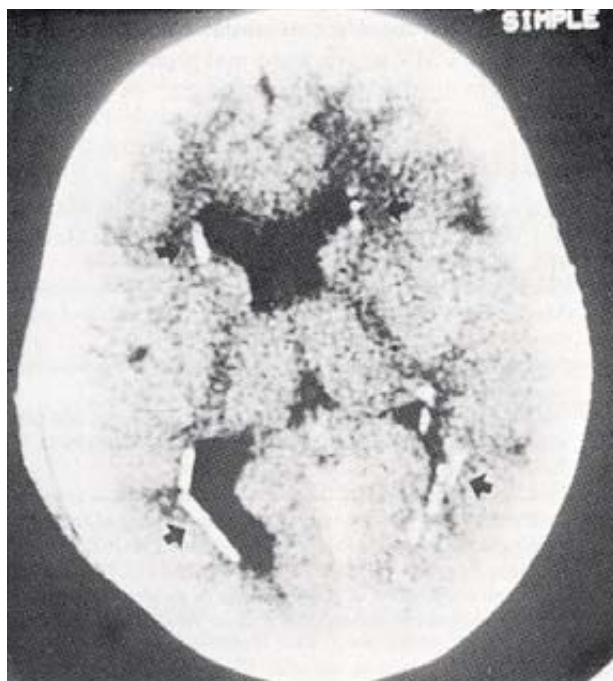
Corte axial de tomografía axial computarizada de cráneo, en la fase simple, que muestra ligera dilatación ventricular y calcificaciones subependimarias bilaterales simétricas, característica de la infección por citomegalovirus (señaladas con flecha negra).
